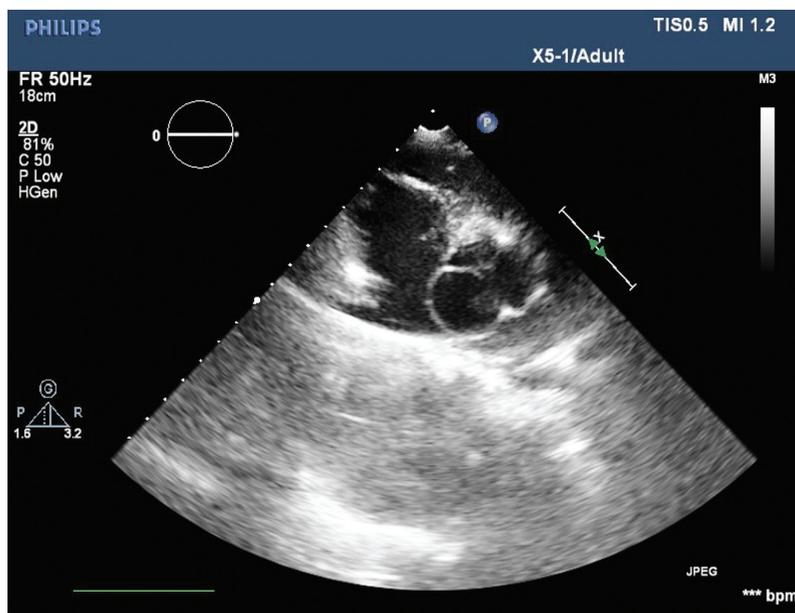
Эхокардиография поперечного сечения аневризмы корня аорты: увеличен некоронарный синус
